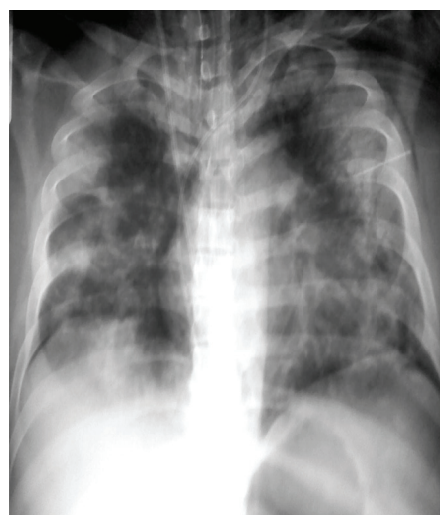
Radiografía Anteroposterior de Tórax octavo día de internación (11/06/12).
